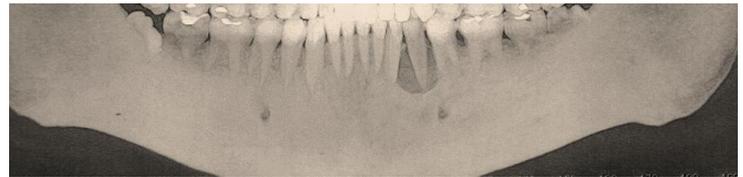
Reconstrução Panorâmica da Tomografia Computadorizada Cone Beam.
